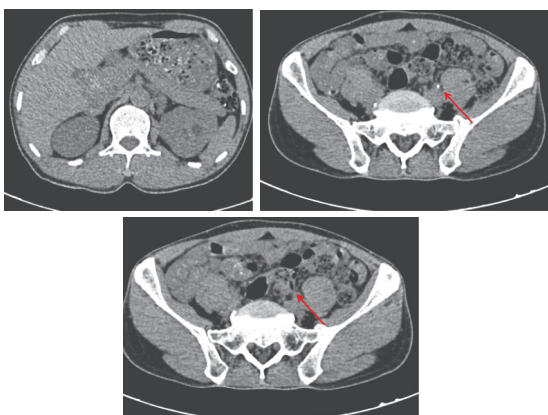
输尿管结核CT提示左侧双J管置入术后、左侧输尿管下段管壁稍增厚、左侧输尿管下段结石(4 mm)、左肾囊肿(21 mm)可能
